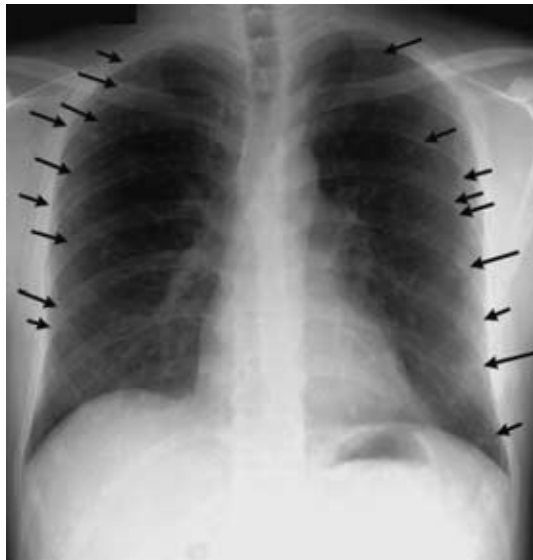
Chest radiograph on first admission, showing multiple small nodular shadows in bilateral entire lung fields (arrows)
